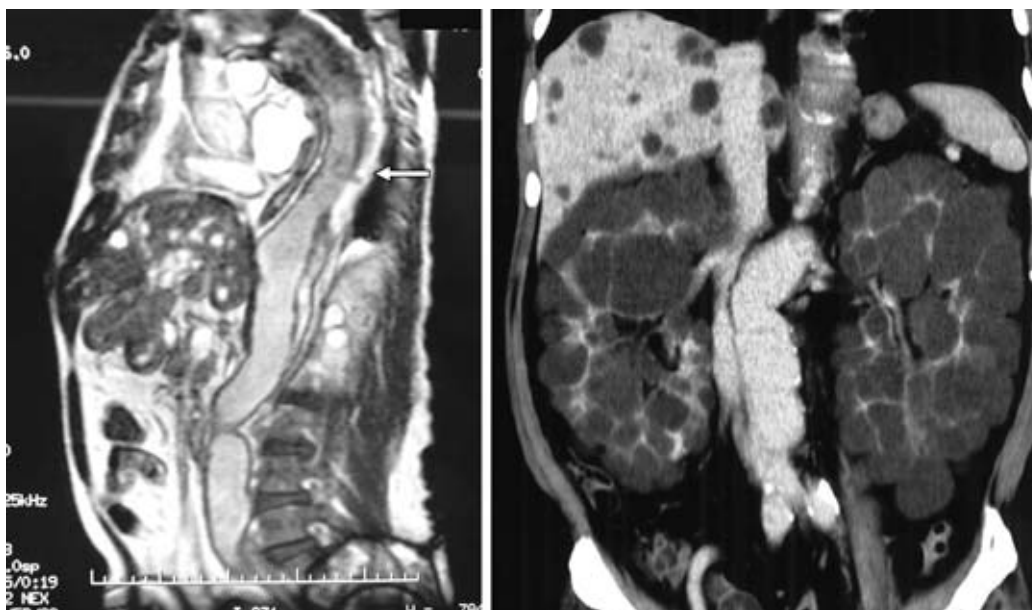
図左の胸腹部MRI 傍矢状断像にて大動脈弓部直下から囊胞腎の下部におよぶ血栓閉鎖型の解離を認める(矢印は ULP)。図右の背側より表示したCT 冠状断像にて囊胞は両側の腎臓だけでなく肝臓にも多発している。
